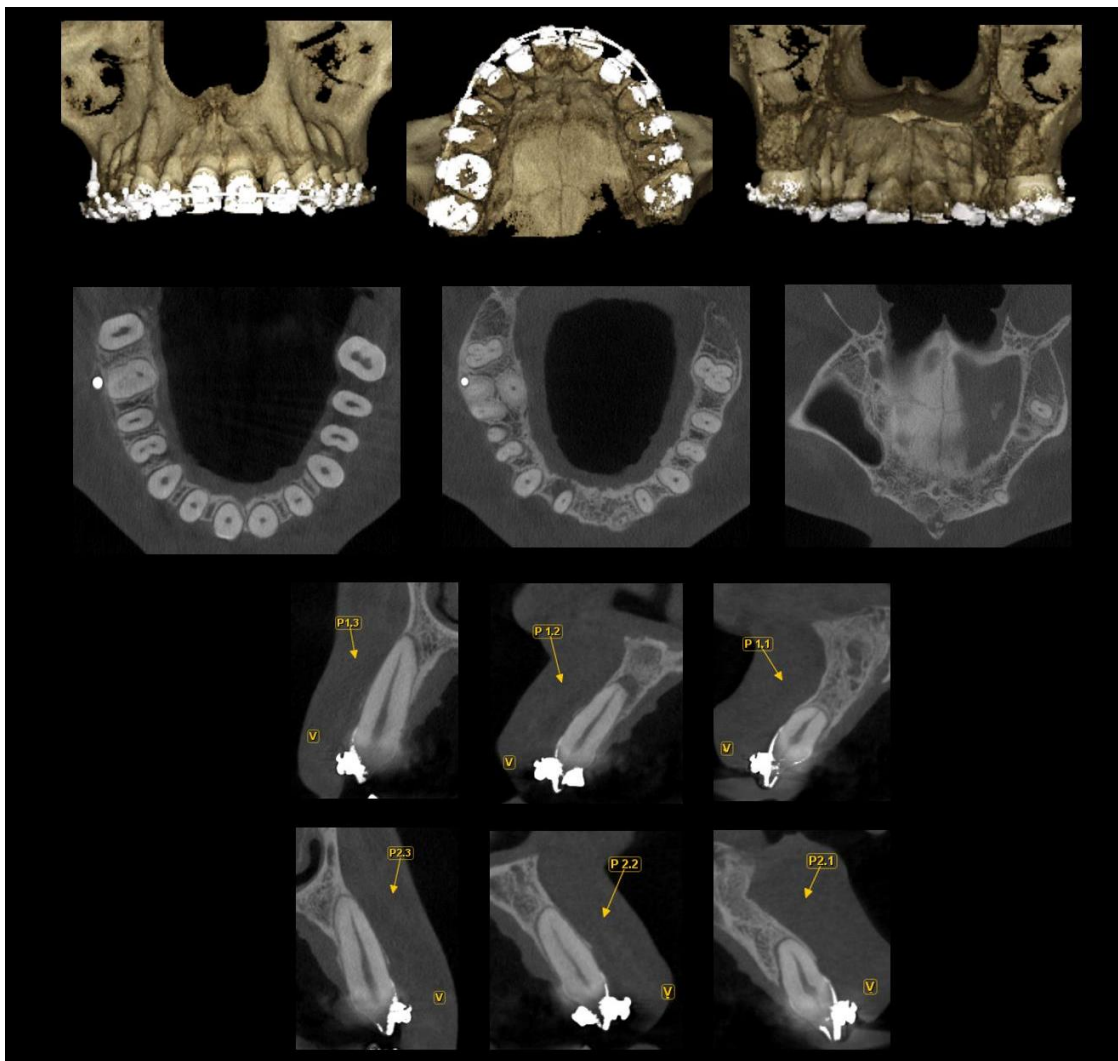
Tomografía computarizada Cone Beam de control postoperatorio
